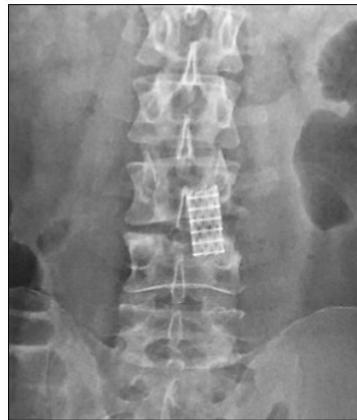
Рентгенограмма: СПО спондилодеза титановым сетчатым кейджом VL3-4 поясничного отдела позвоночника.
